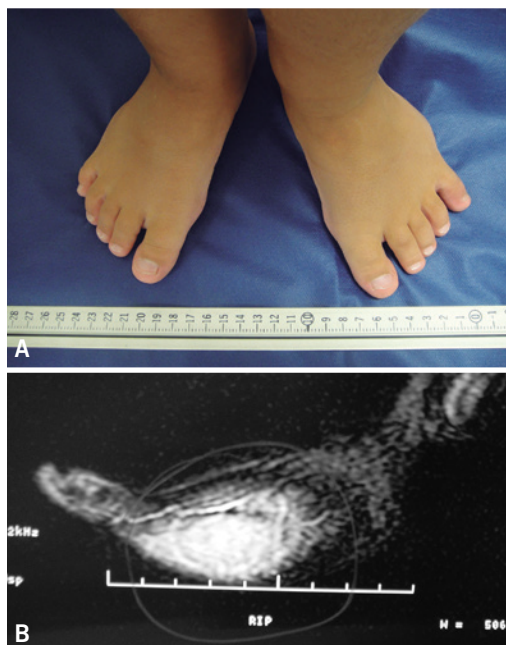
Hemangioma intramuscular do pé. Em (A) note o abaulamento da região lateral do pé esquerdo. Em (B) aspecto da ressonância magnética, ponderada em T-2, onde se evidencia em meio à edema difuso, formação heterogênea, com alto sinal, que corresponde ao hemangioma
